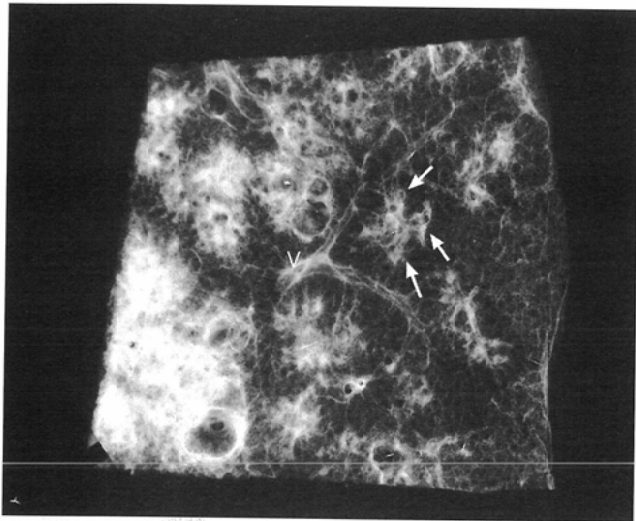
Radiograph of a 1 mm-thick section of inflated lung with pulmonary tuberculosis.
